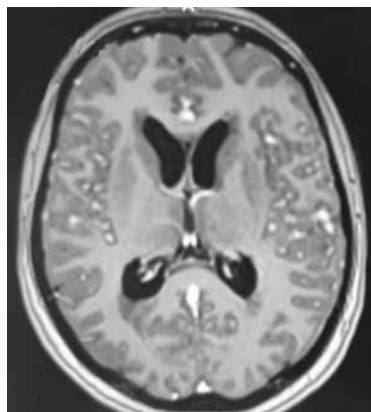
МРТ хворої Н. 1989 р. н. Визначаються поодинокі вогнища
